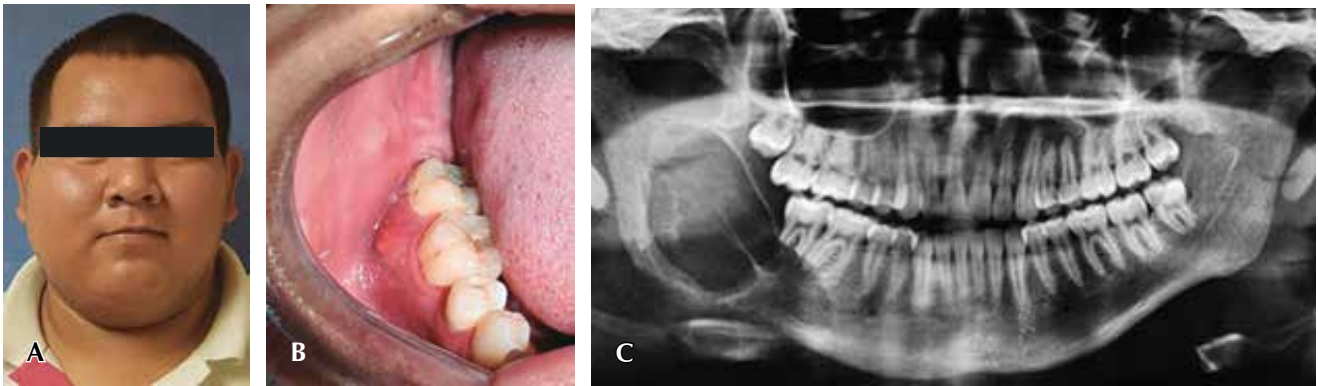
A) En la exploración física muestra asimetría facial con aumento de volumen en la región de ángulo y rama mandibular del lado derecho. B) En la mucosa vestibular se aprecia expansión de la cortical bucal. C) En la ortopantomografía se observa una lesión osteolítica radiolúcida multilocular bien delimitada que abarca desde la porción mesial del diente 46 hasta la región subcondílea.
